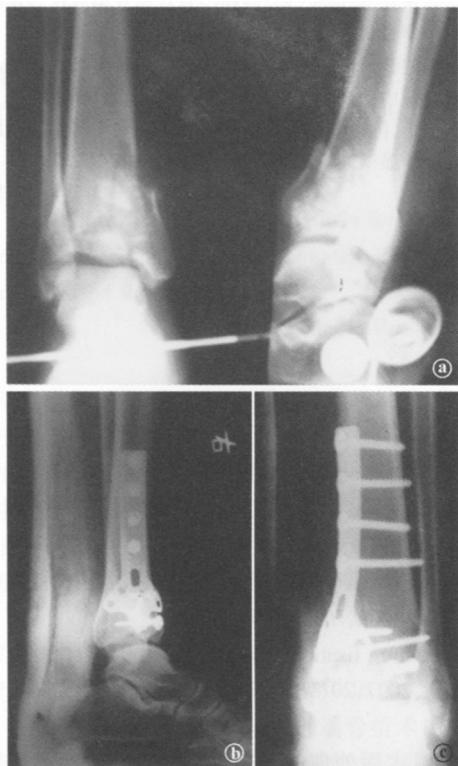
患者,男,32岁,胫骨远端骨折术前、术后X线片 ①术前正侧位X线片显示骨折粉碎性、碎骨片稍分离 ②③术后正侧位X线片示骨折复位良好
